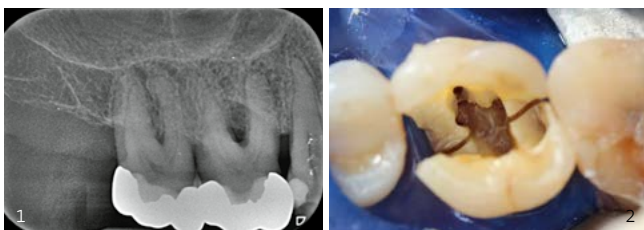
Röntgenbild der Ausgangssituation am Zahn 16
